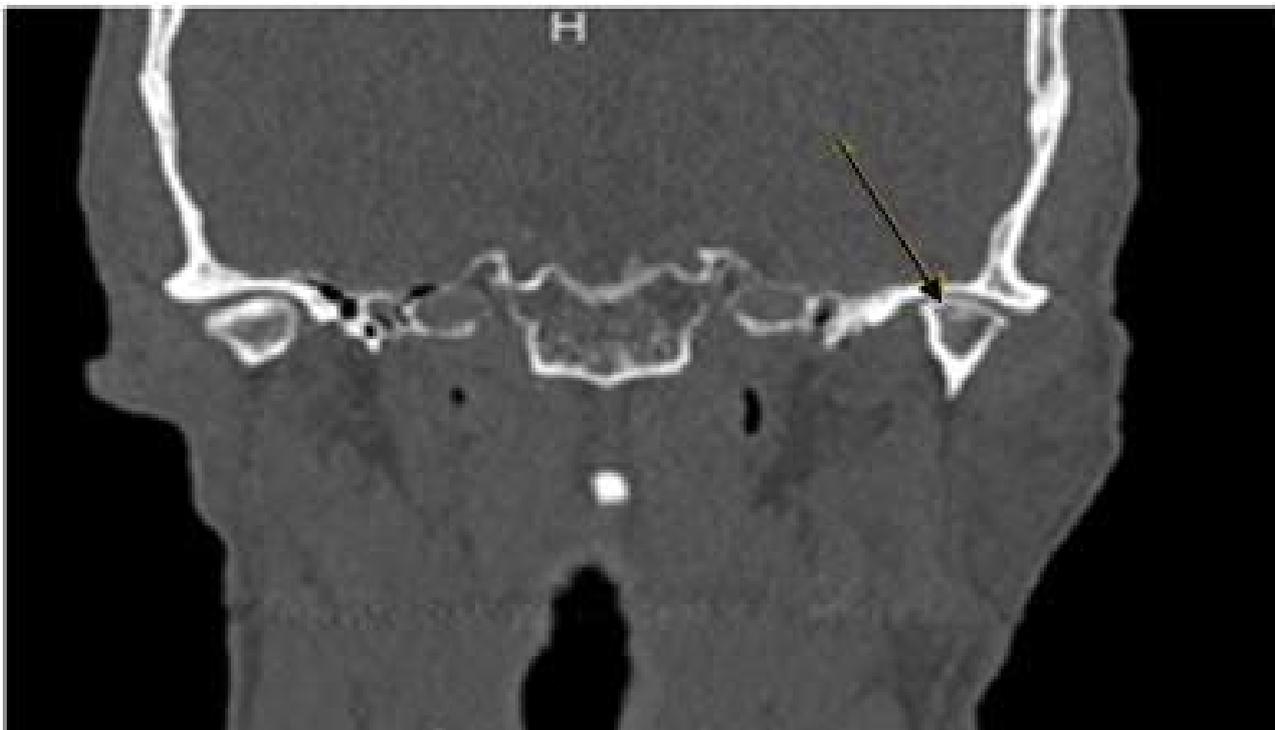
Рис-1А. КТ больного В., 60 лет. Корональный срез ВНЧС. Стрелкой указано сужение суставной щели и умеренная грибовидная деформация головки мыщелкового отростка нижней челюсти слева.
